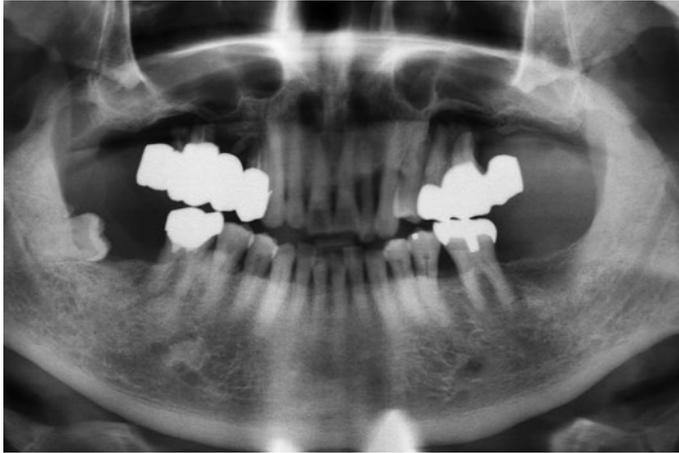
術前のパノラマX線像。上顎両側白歯部は重度歯周病にて抜歯と診断した。
